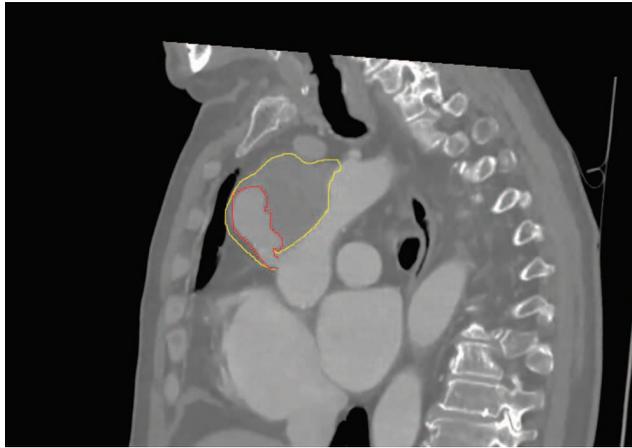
а. Компьютерная томография грудной аорты с контрастированием, сагиттальная плоскость
